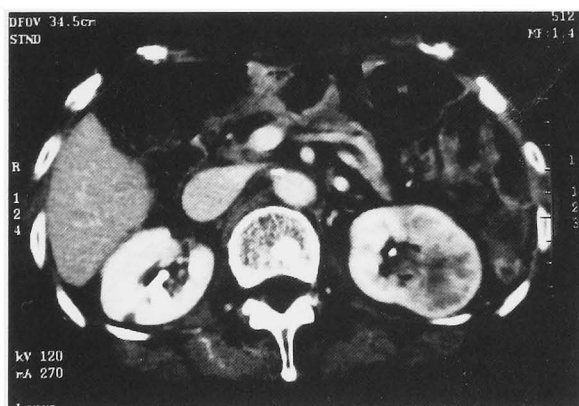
Abdominal CT scan revealed a mass occupying the left renal pelvis.
